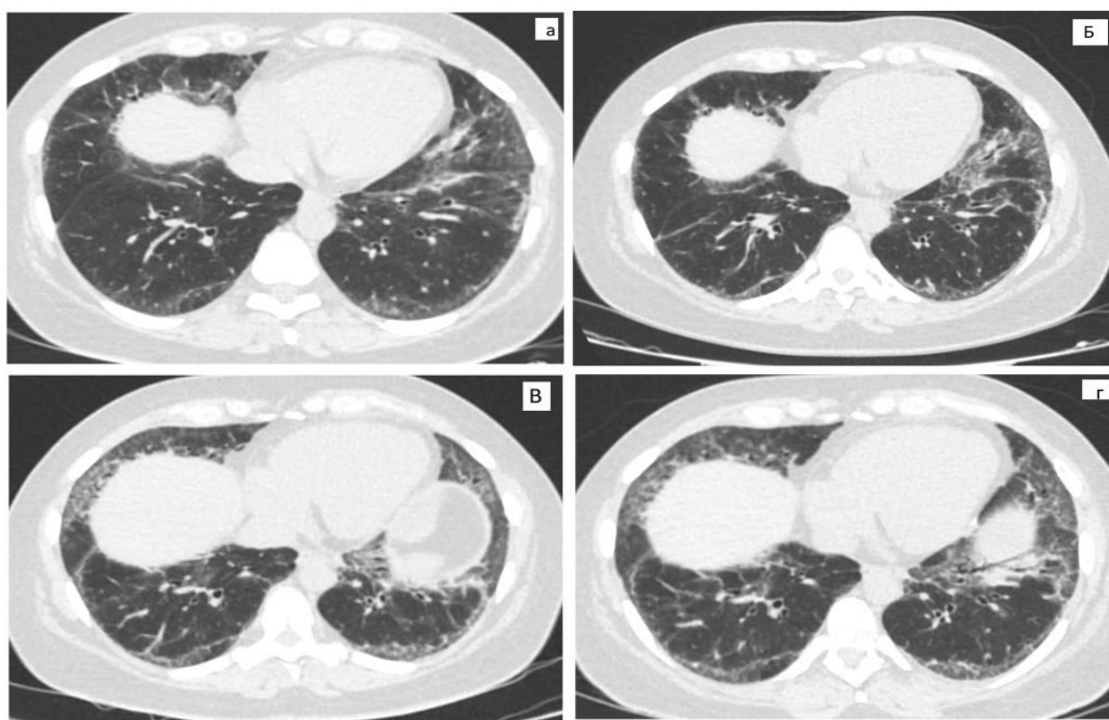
Аксиальный срез компьютерной томографии: А. Уплотнение легочной паренхимы в виде тяжей, участки «матового стекла» через 1 месяц после начала заболевания. Б. Через 6 месяцев после начала заболевания сохраняются участки «матового стекла» и уплотнения легочной паренхимы в виде тяжей. В и Г. Через 12 и 24 месяца, соответственно, после начала заболевания, отрицательная динамика ранее выявленных изменений в легких, тракционные бронхоэктазы
